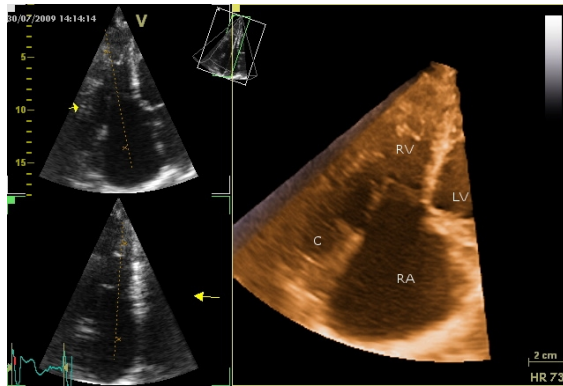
Ecocardiografia transtoracica 3D. Condotto valvolato (C) fra ventricolo destro (RV) e arteria polmonare in un paziente adulto con tronco arterioso post-operatorio
